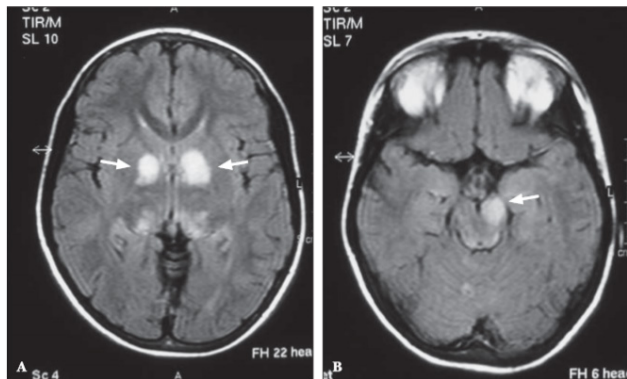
Arquivo Revista Imagem, Neurofibromatose tipo 1: aspectos clínicos e radiológicos, 2006. A imagem mostra ressonância magnética encefálica no plano axial evidenciando lesões de hipersinal na ponderação FLAIR nos núcleos da base (A) e no tronco cerebral (B).
